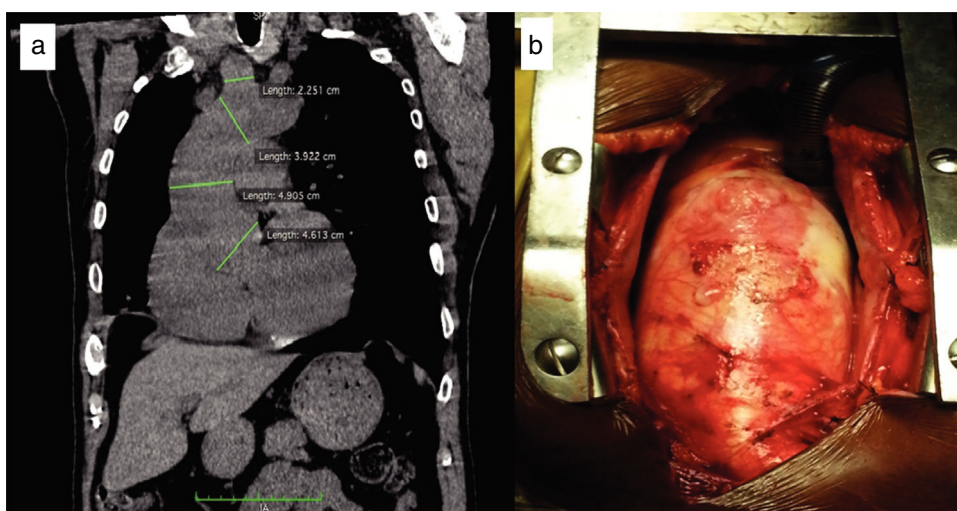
a. Tomografía torácica simple, corte sagital. Medidas de raíz de aorta, aorta ascendente, cayado aórtico y tronco braquiocefálico, con aumento del diámetro a todos los niveles. b. Intervención quirúrgica por esternotomía donde se observa aorta ascendente dilatada y pared aórtica con signos inflamatorios.
